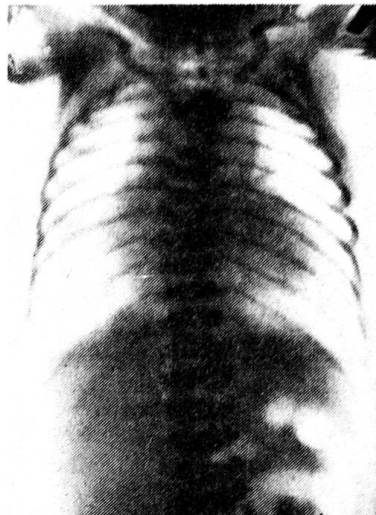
На обзорной рентгенограмме органов грудной и брюшной полости после введения через резиновый катетер 1 мл йодолипола определяется атрезия проксимального отрезка пищевода. Наличие газа в петлях кишечника указывает на трахеопищеводный свищ дистального отрезка пищевода.
